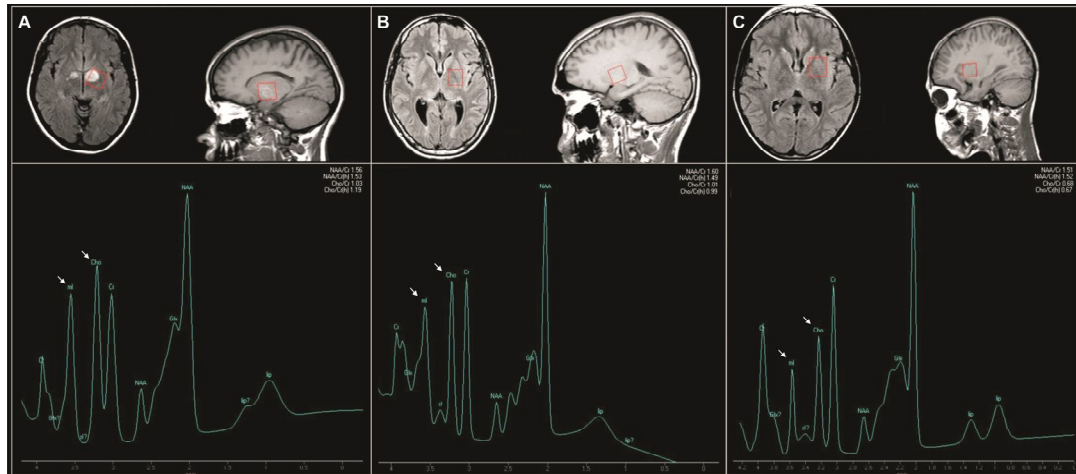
(A) Paciente com NF1 apresentando FHE-T2 na região palidal e ERM que evidenciou aumento da relação Co/Cr e Mi/Cr (setas). (B) Paciente com NF1 sem lesão encefálica na imagem de RM convencional e com ERM que evidenciou discreto aumento de Co e Mi (setas). (C) Paciente controle, não portador NF1, com RM encefálica e ERM sem alterações.
